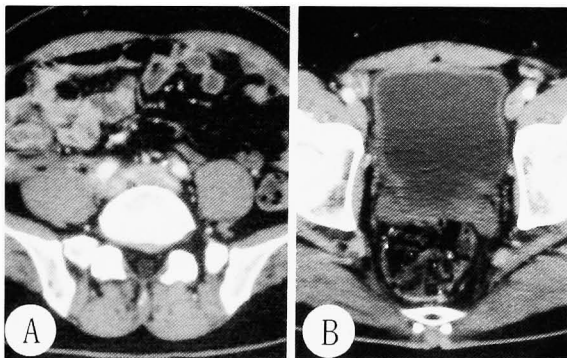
Abdominal CT scan after the steroid therapy. (A) The retroperitoneal mass surrounding the bilateral common iliac artery decreased after the treatment. (B) Thickening of the bladder wall disappeared completely.
